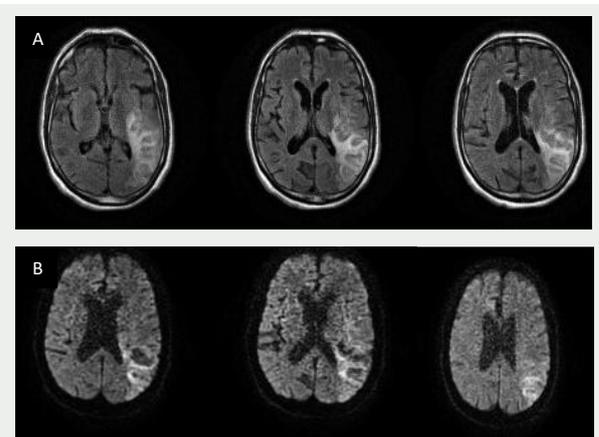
IRM (séquence : Flair (A) et diffusion (B)) objectivant un hypersignal cortico-sous-cortical temporo-parieto-occipitale gauche avec restriction en DWI correspondant à un accident vasculaire cérébral ischémique jonctionnel aigu.
